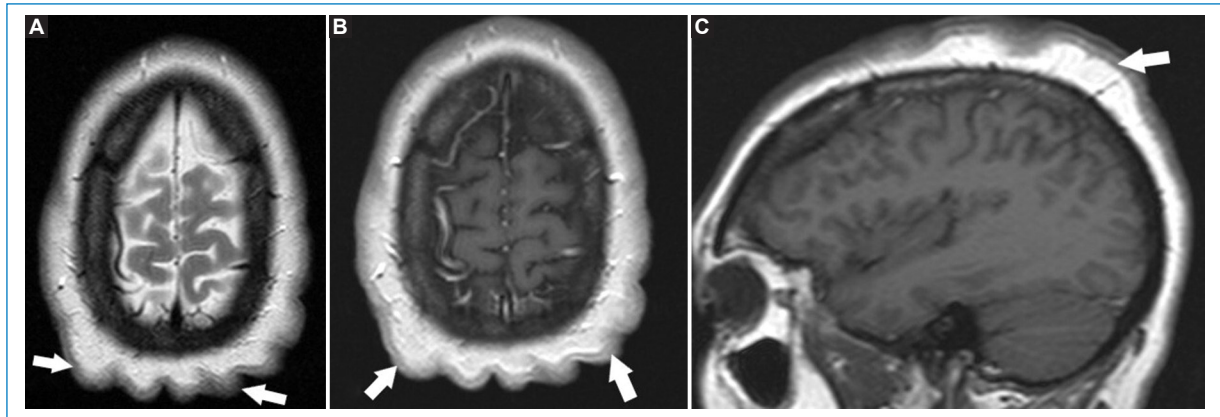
RM de cerebro. Cortes axiales T2 (A) y axial (B) y sagital T1 con gadolinio (C). No se evidencian hallazgos patológicos intracraneales. Aspecto engrosado del CC con crestas y depresiones (flechas blancas).
